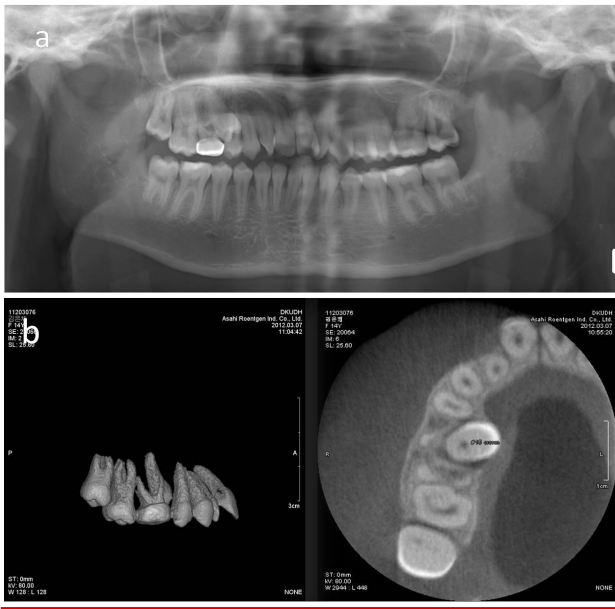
Pre-operation panoramic view(a) and Cone beam CT, 3D CT view(b) of case 1.
